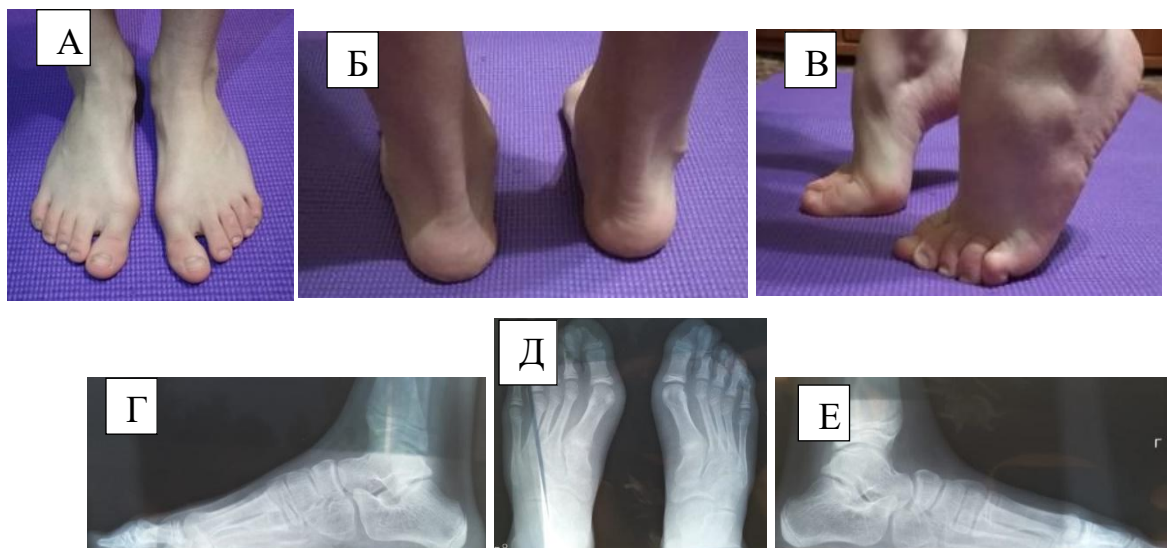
Пациентка Ш., 11 лет: ВВТ двухсторонняя. А, Б, В – стопы через 9 лет после лечения (пациентка Ш., 11 лет). Г, Д, Е – рентгенограмма стоп через 9 лет после лечения
